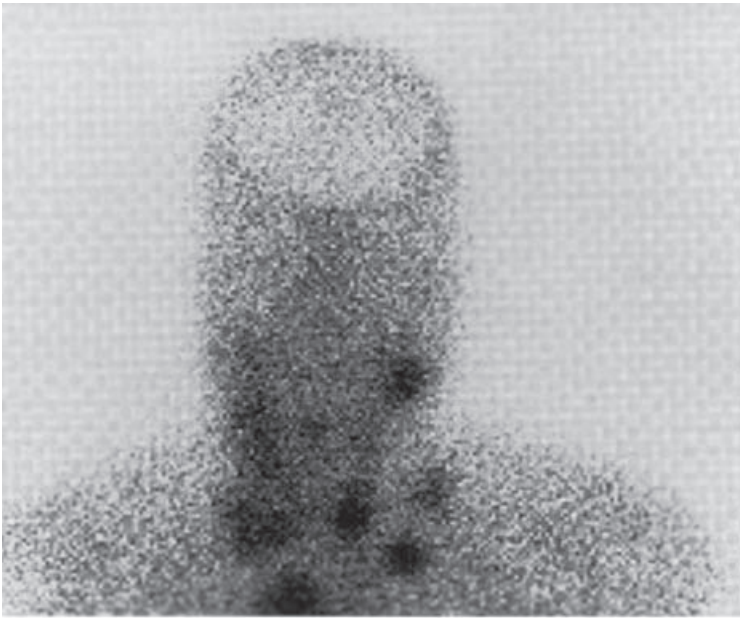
Позитронно-эмиссионная томограмма. Метастазы рака щитовидной железы после тиреоидэктомии (Randolph G., 2000)
